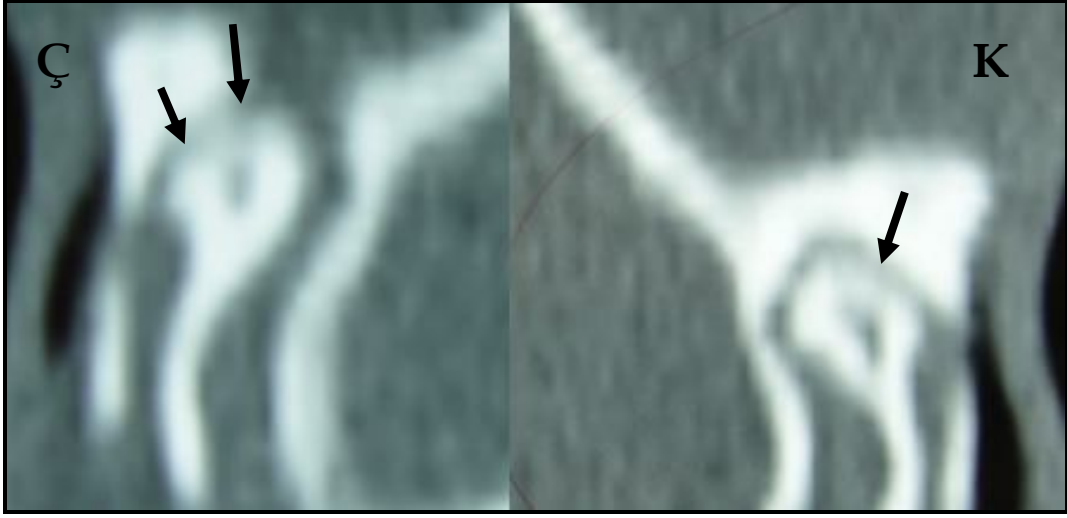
Enjeksiyondan 4 hafta sonra kontrol ve çalışma grubunun BT görüntüsünde kontrol grubunda kondilin lateralinde, çalışma grubunda ise santral ve lateralde minör erozyon (Ç: çalışma grubu, K: kontrol grubu)
